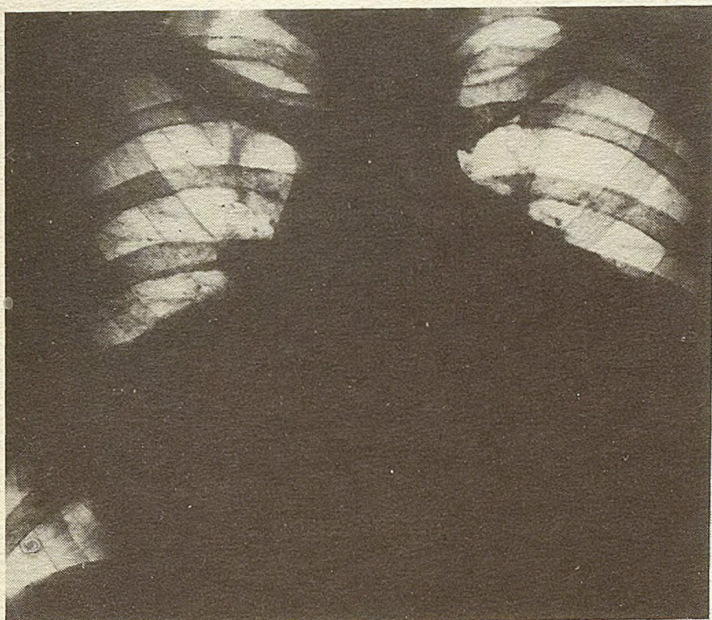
Рентгенограмма грудной клетки больного С.
